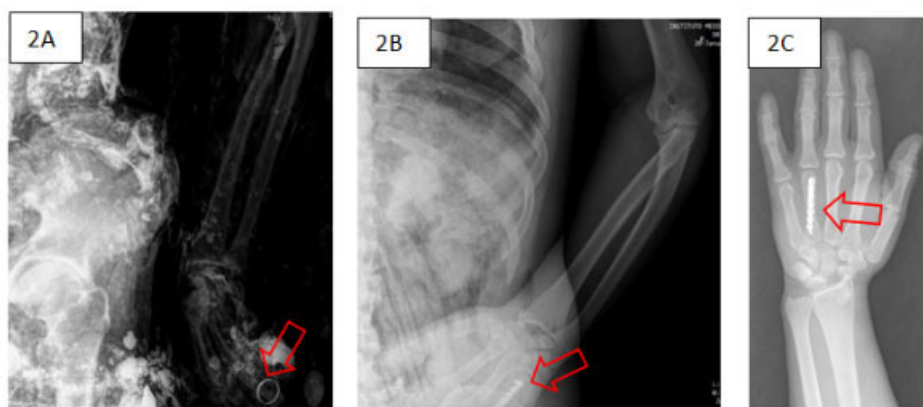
A) Radiografia de segmento corporal mostrando mão contendo aliança, indicada pela seta vermelha. B) Radiografia de segmento corporal mostrando uma peça cirúrgica, indicada pela seta vermelha. C) Mesmo caso da imagem 5 foi radiografado novamente em técnica PA de mão evidenciando a peça cirúrgica no metacarpo.
